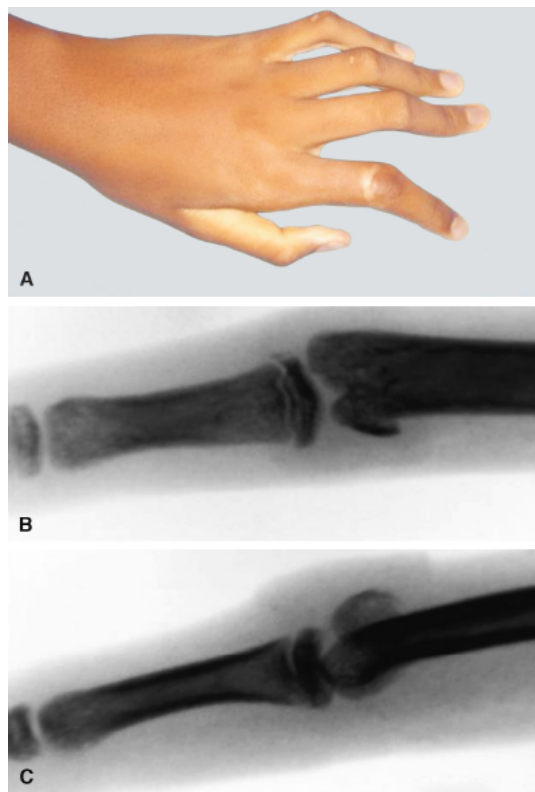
Fratura de 2º dedo da mão. A. Aspecto clínico de fratura do 2º dedo da mão com desvio rotacional em relação aos outros dedos. B. Radiografia em anteroposterior do 2º dedo da mão, evidenciando fratura no côndilo da falange proximal com deformidade articular. C. Radiografia em perfil do 2º dedo da mão, evidenciando fratura no côndilo da falange proximal com degrau articular.
